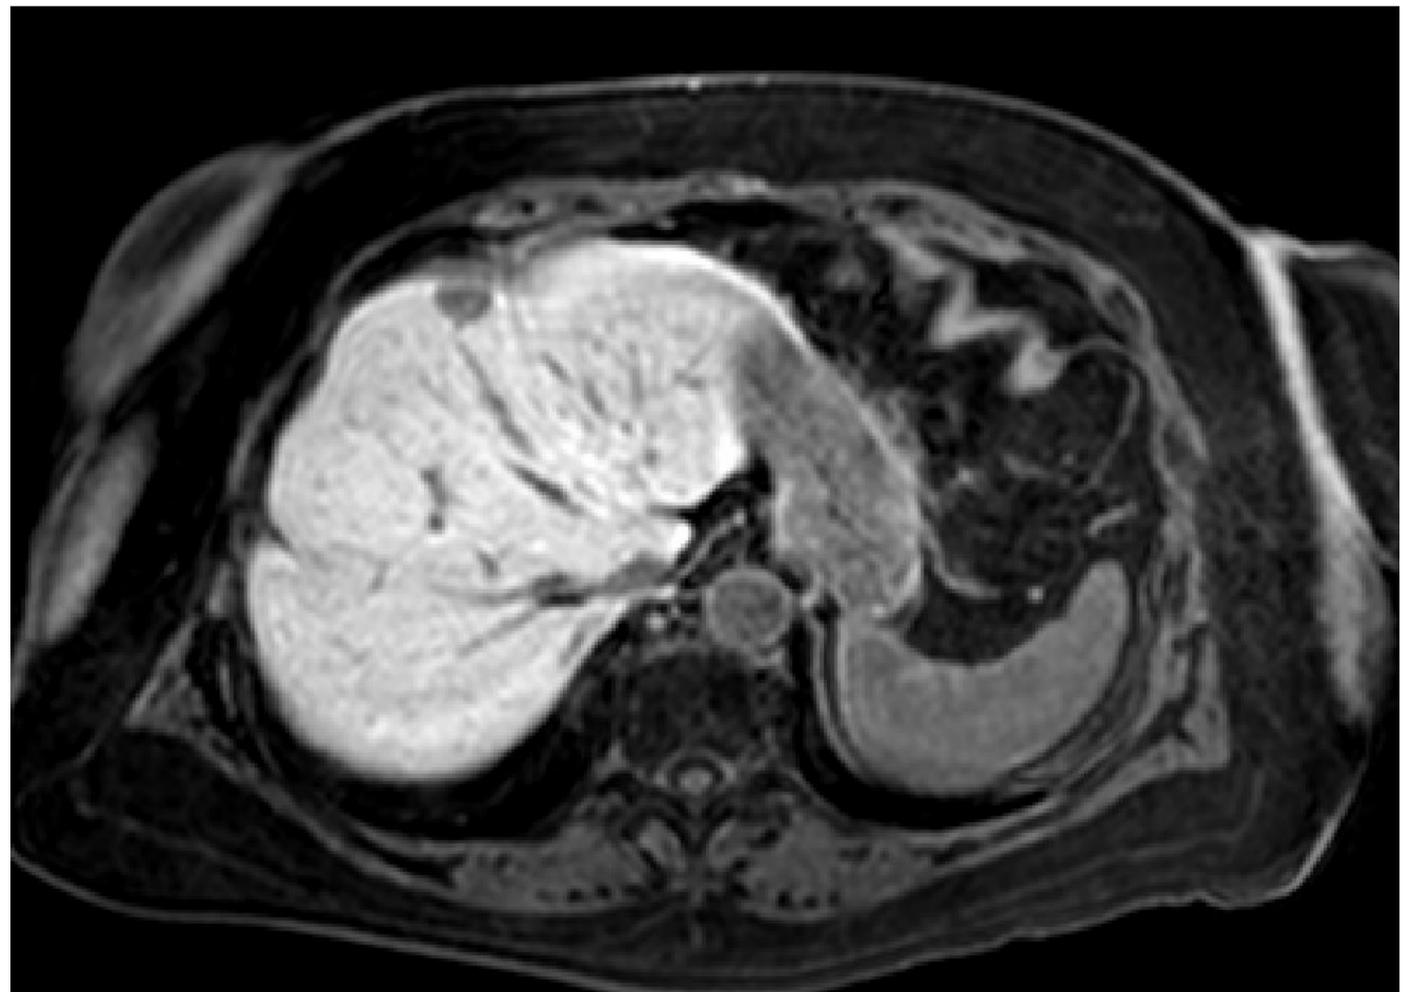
RM Fase hepatobiliar
